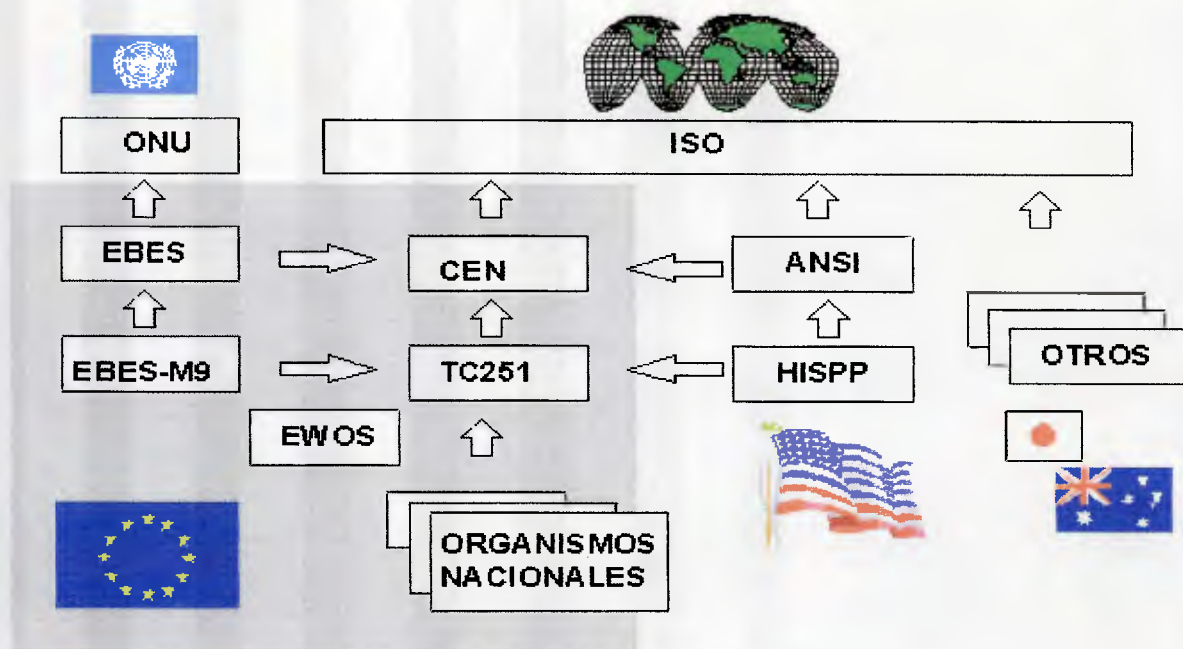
Las actividades del CEN-TC251 están coordinadas con otras organizaciones en Europa, Estados Unidos, Japon, Australasia y el resto del mundo.
